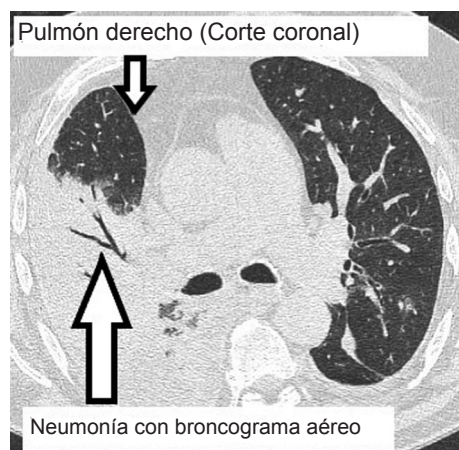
Neumonía bacteriana observada por Tomografía computada.
